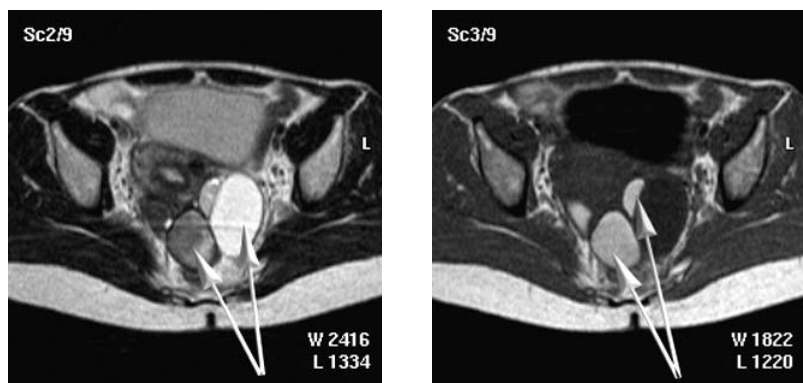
МРТ. Двухстороннее поражение яичников в виде множественных кист, содержащих геморрагический компонент (гиперинтенсивный на T1ВИ) – эндометриоидные кисты. а – T2ВИ, поперечная проекция; б – T1ВИ, поперечная проекция.
